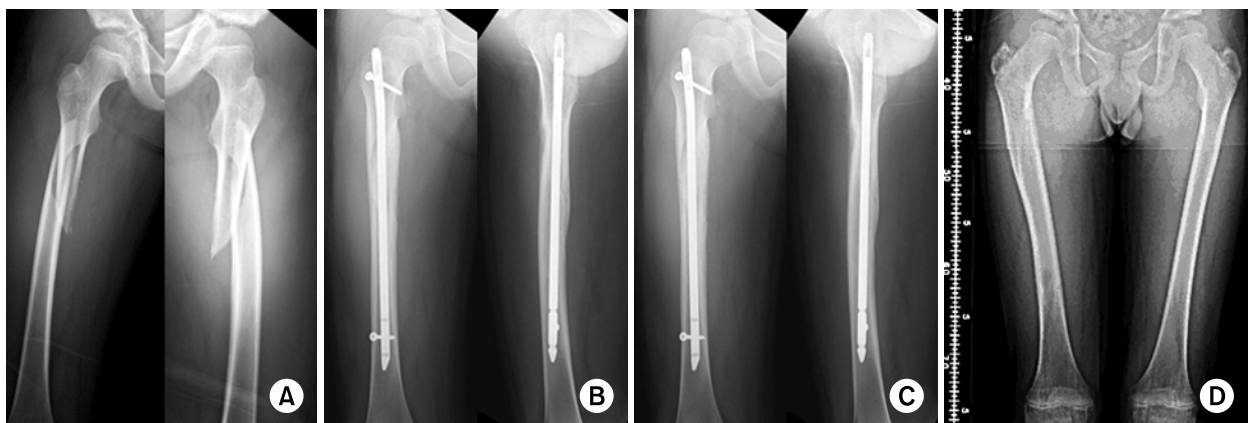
An 11⁺⁹ years old boy (Patient No.3) had a shaft fracture of the femur. Preoperative anteroposterior and lateral radiographs (A) show the proximal 1/3 shaft spiral fracture. Immediate postoperative anteroposterior and lateral radiographs (B) show the internal fixation with unreamed humeral nail via the tip of the greater trochanter. Postoperative 3 months follow-up anteroposterior and lateral radiographs (C) show bony union without complications. The boy has neither subjective nor objective discomfort with full weight bearing gait. Postoperative 15 months Scanogram (D) after hardware removal show no leg length discrepancy deformity and distortion of the proximal femoral area.
